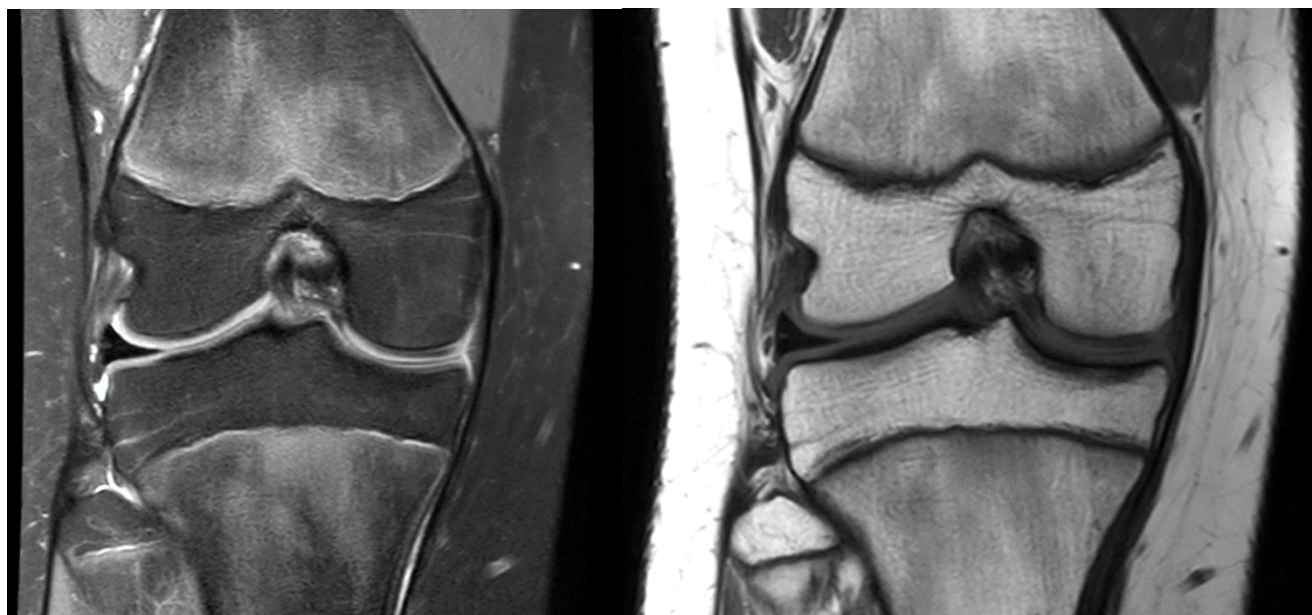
МРТ правого коленного сустава через 6 месяцев после резекции тела медиального мениска.
